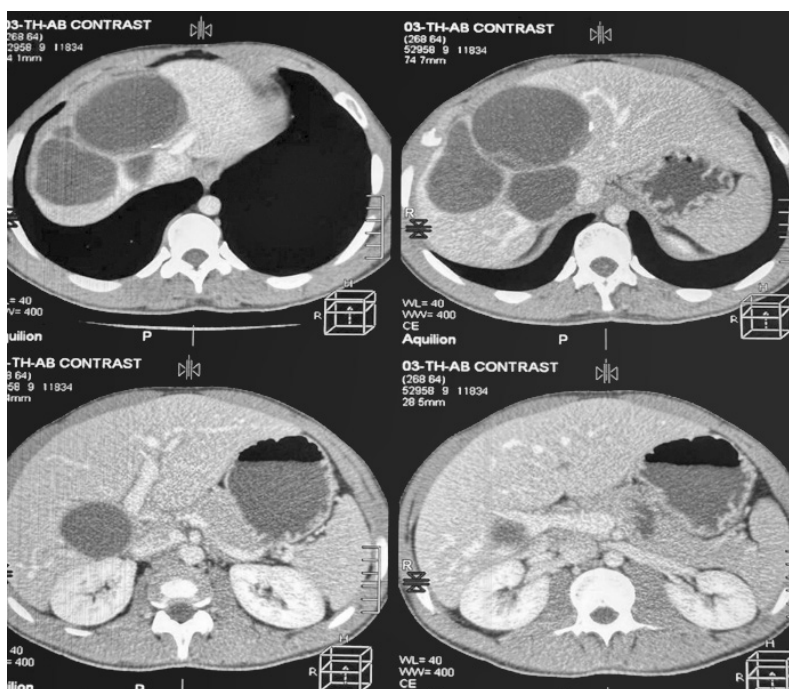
На КТ органів черевної порожнини – ехінококові кісти печінки
